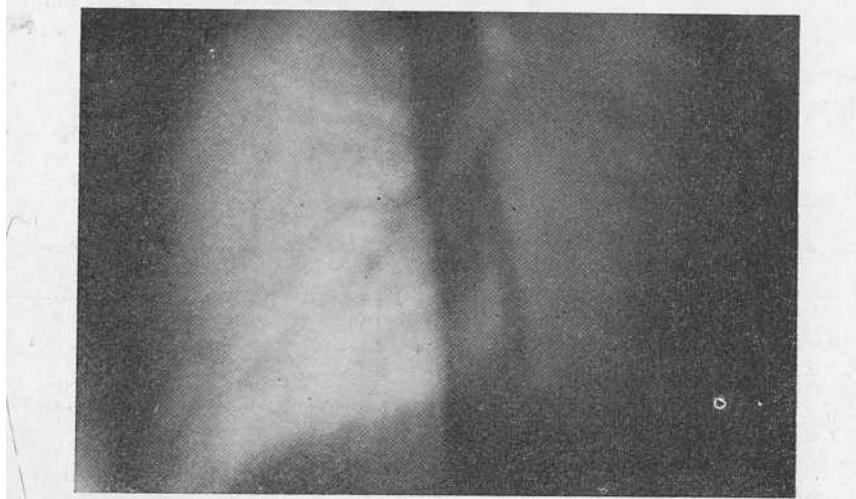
Томограмма той же больной. Отмечается ампутация главного бронха левого легкого в непосредственной близости от бифуркации трахеи.
